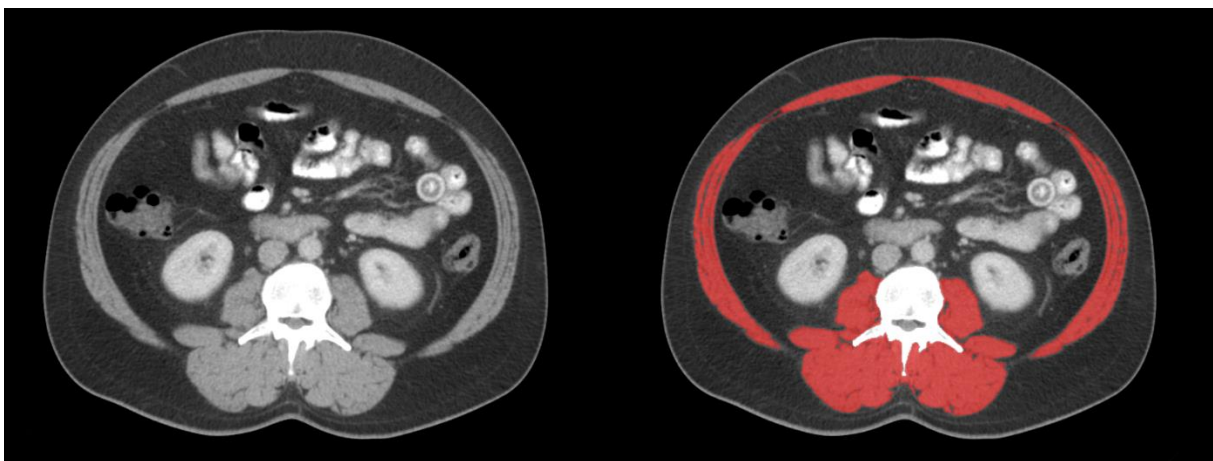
CT-Schnittbilder eines männlichen Patienten mit Anfärbung der Skelettmuskelmasse
